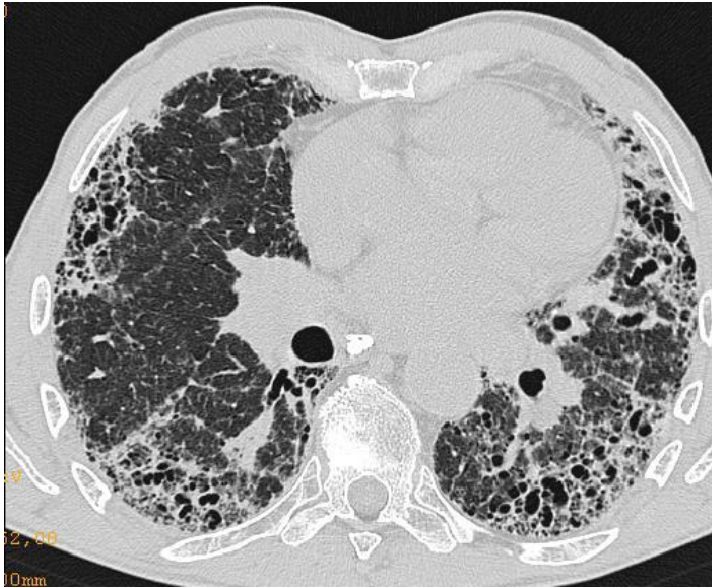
UIP-Muster im HRCT
